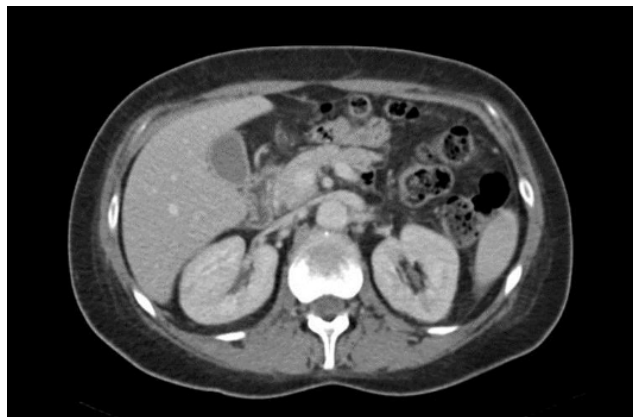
TAC abdominal sin hallazgos de pancreatitis aguda con líquido libre intraabdominal inespecífico.
